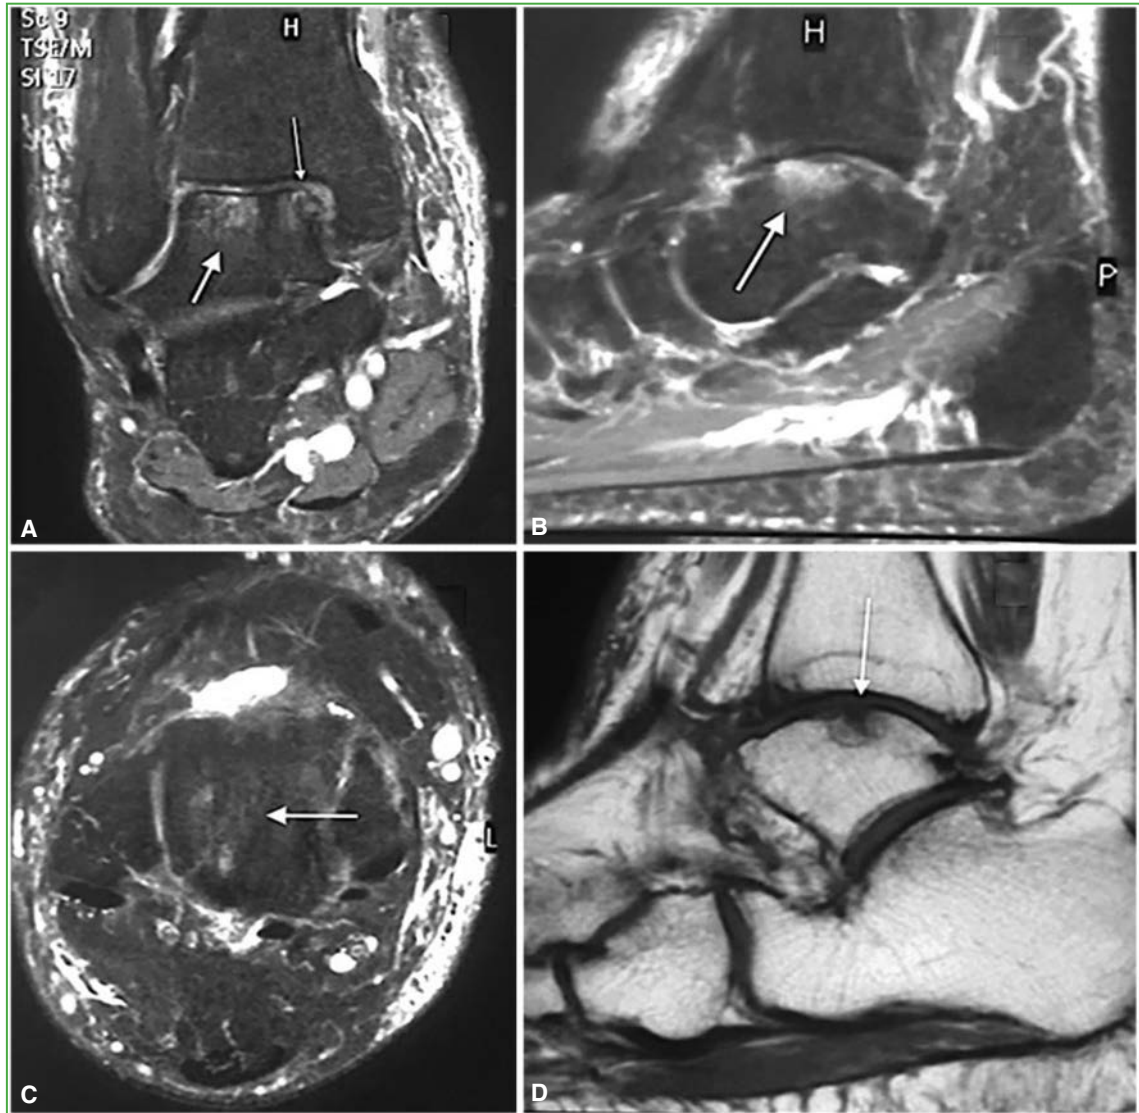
Resonancia magnética de tobillo y retropié, secuencia T2, a los 36 meses de seguimiento. A. Corte coronal. B. Corte sagital. C. Corte axial. Las flechas muestran la mejoría del edema de la médula ósea y la lesión osteocondral. D. Corte sagital, secuencia T1. Se observa la mejoría de la superficie articular del domo astragalino.
